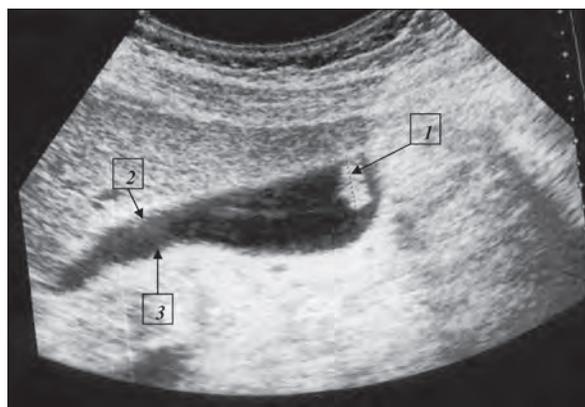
УЗИ. Холестероз желчного пузыря. Полипозно-сетчатая форма: 1 — гиперэхогенное образование с фестончатыми контурами; 2, 3 — неравномерно утолщенная стенка ЖП
